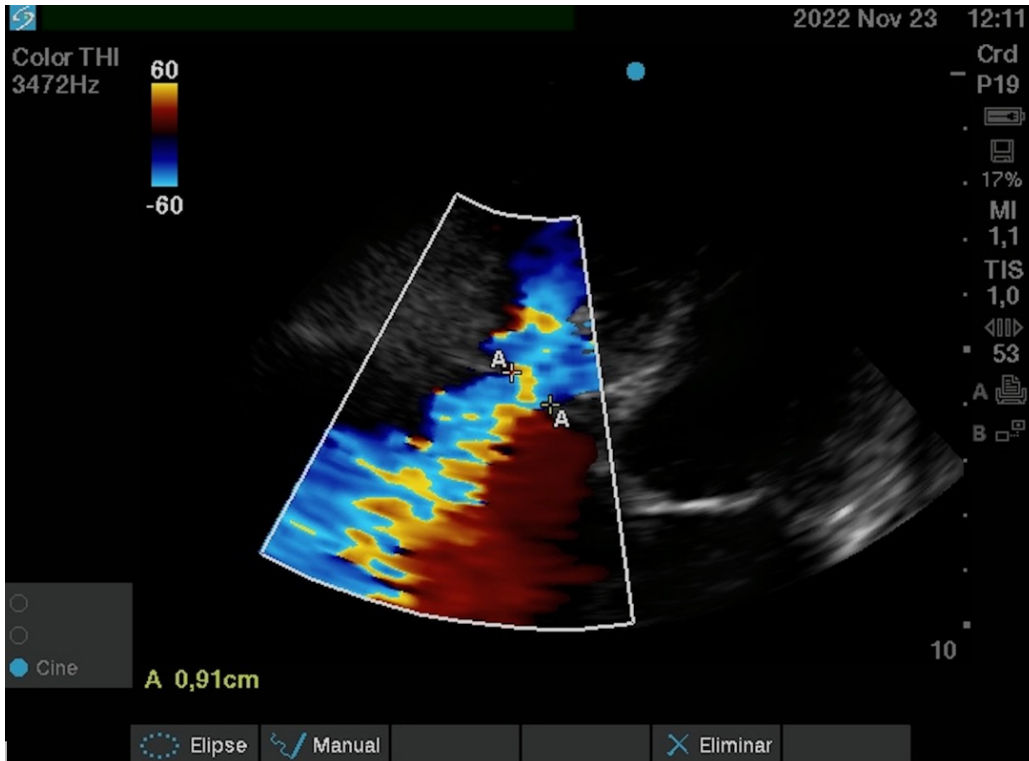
ETT, aproximación apical de 4 cámaras, modo Doppler color en sístole con aumento. Insuficiencia tricuspídea con ancho de vena contracta de 0.9 cm.
